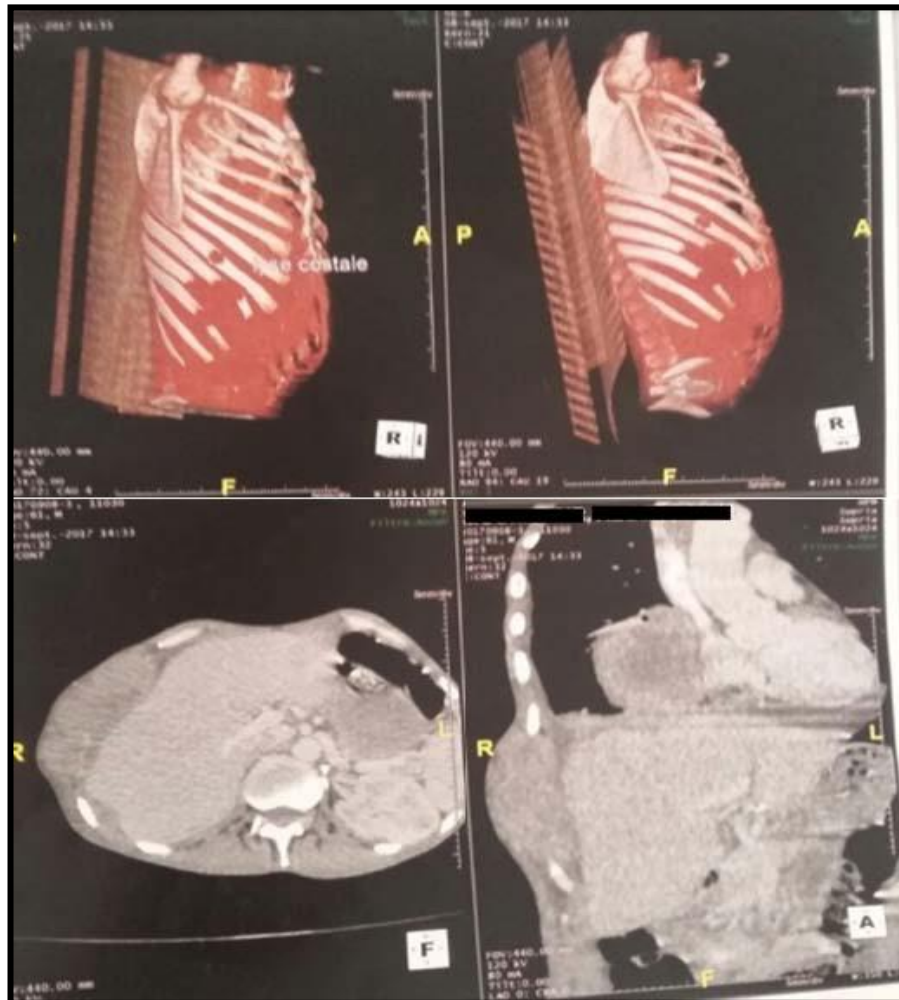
Reconstruction 3D d'une TDM montrant une lyse costale avec infiltration des parties molles en regard.
